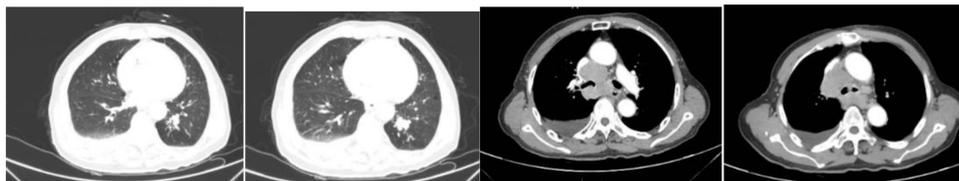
Results of chest CT examination
